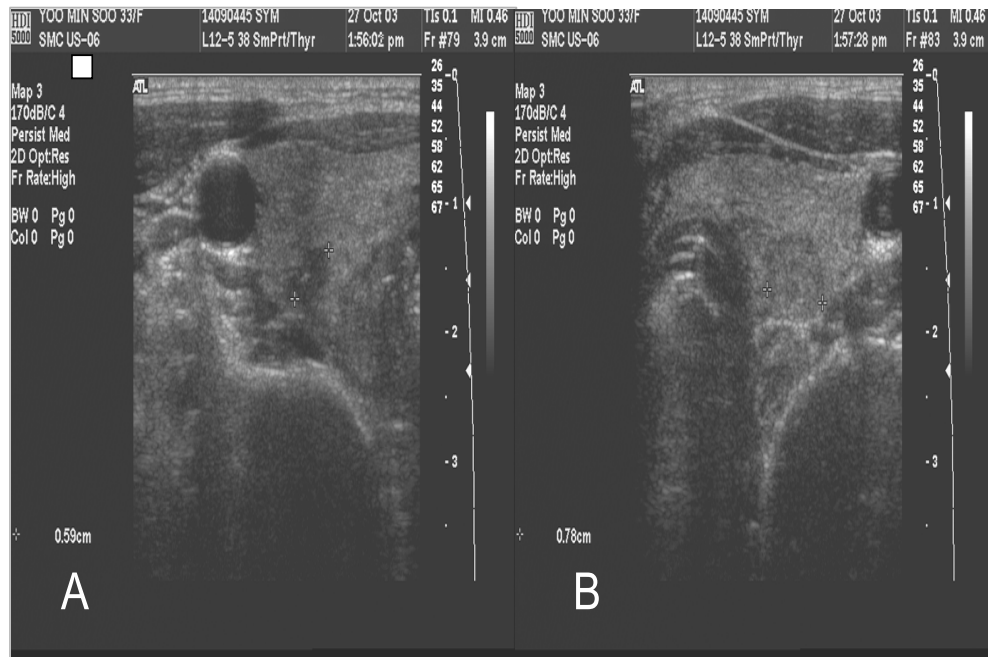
Thyroid sonography shows a 0.6 cm-sized low echoic nodule with internal calcification, and 0.7 cm-sized nonspecific low echoic nodule and 0.4 cm-sized cyst are also detected.
